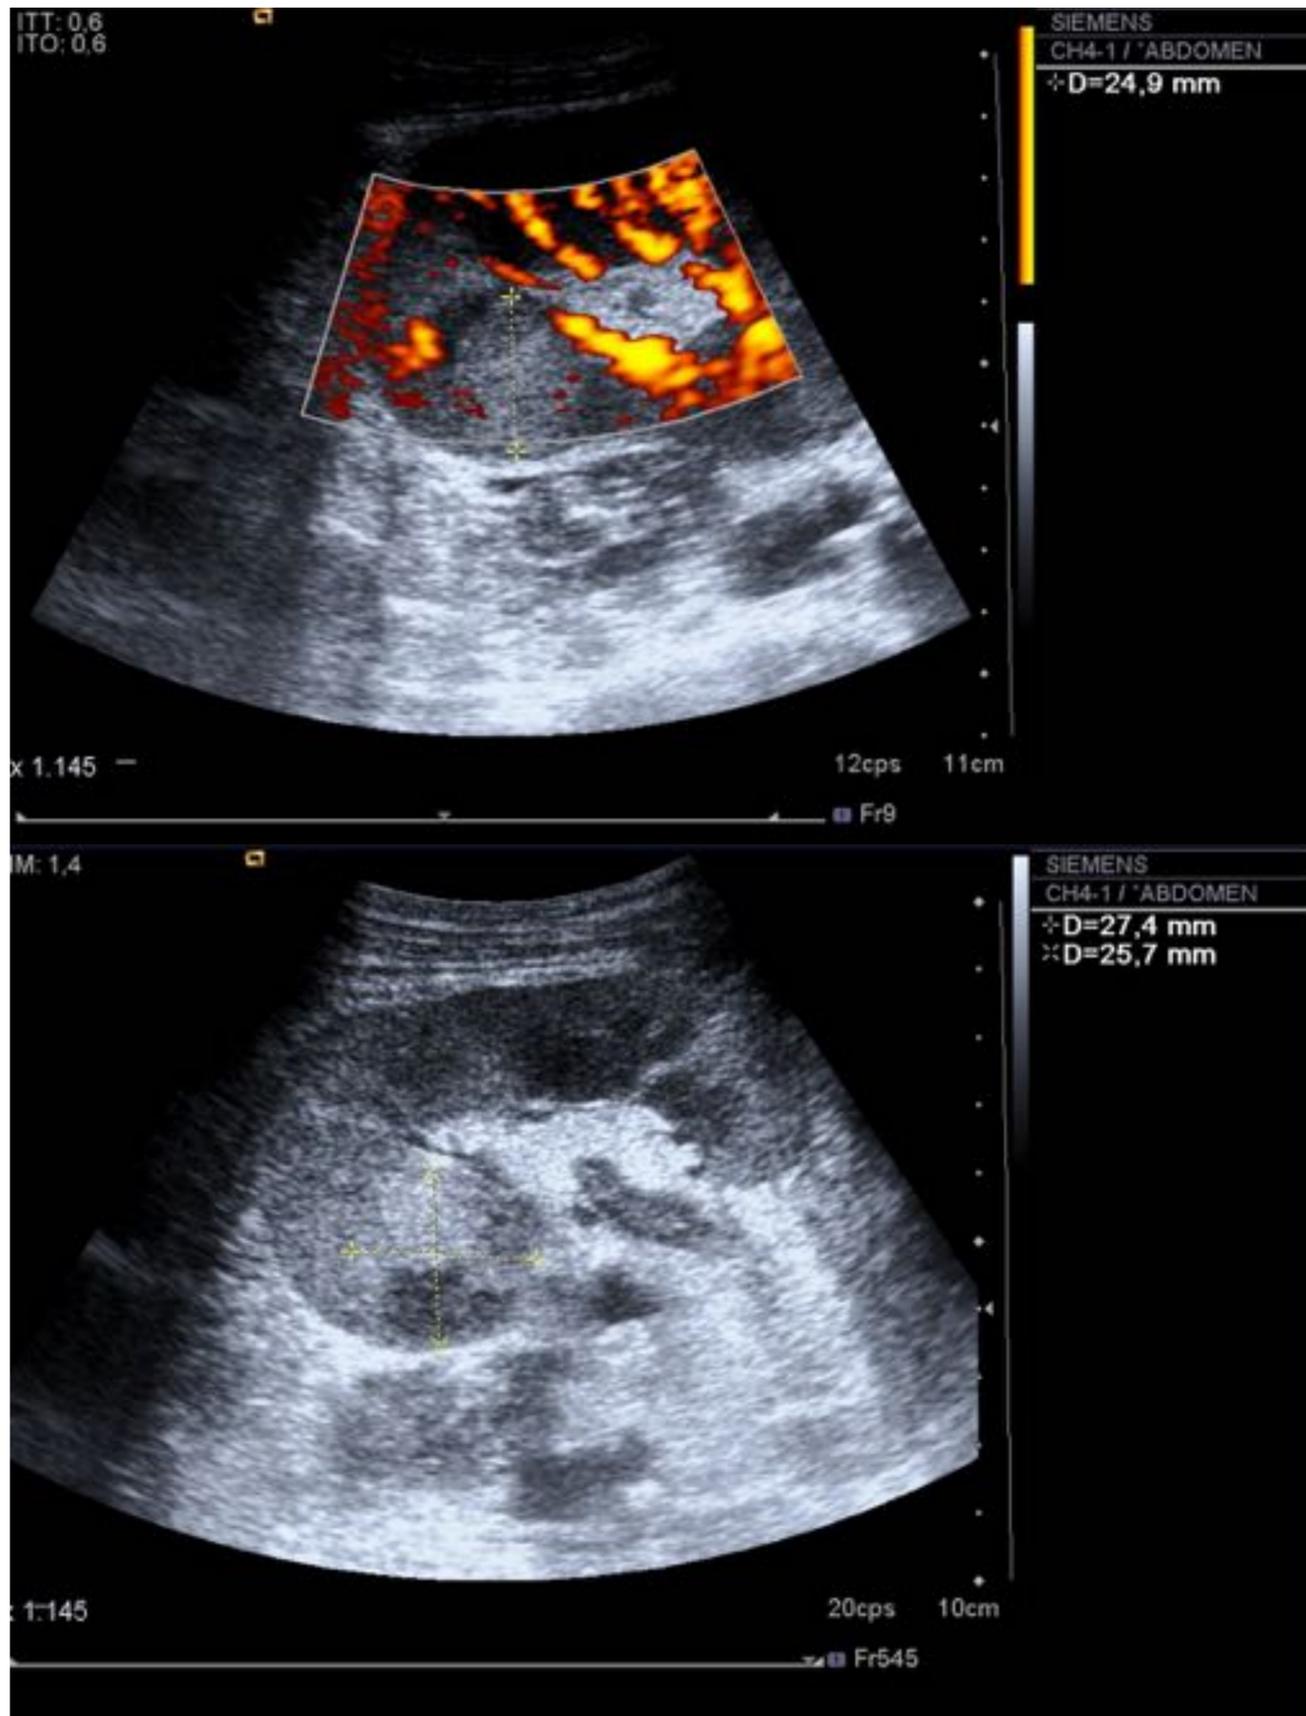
En la corteza posterior del polo superior del injerto se visualiza una lesión hiperecogénica de contornos bien definidos, hipovascularizada en el estudio Doppler, en relación con un foco de pielonefritis. En la segunda imagen se puede apreciar la misma lesión ahora con un área hipoecogénica que se corresponde con una zona de licuefacción al haber evolucionado el cuadro con un absceso.
